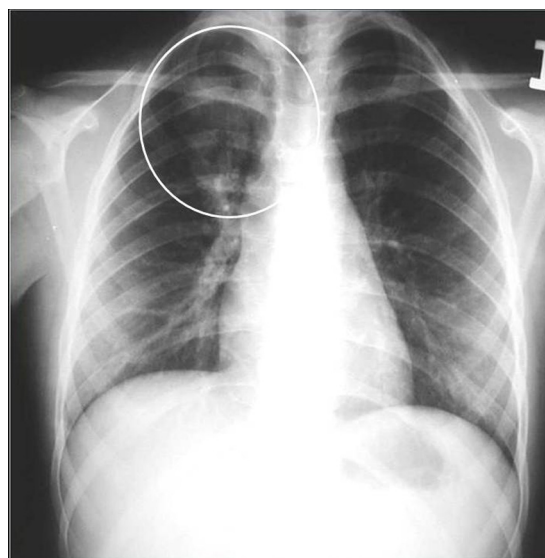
Radiografía posteroanterior de tórax de una niña de 12 años de edad, con aumento de densidad en el vértice del lóbulo superior derecho, causado por la superposición de una trenza.
